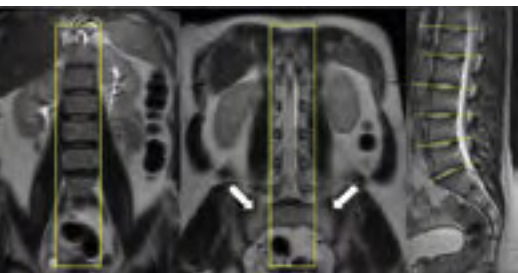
Etapas da marcação dos planos sagital e transversal da RM da coluna lombar. Na marcação do plano sagital são utilizados como referência os corpos vertebrais lombares, que devem ser incluídos no campo de visão (retângulo amarelo). Note, entretanto, que as porções laterais do sacro (setas brancas) não são incluídas rotineiramente no plano sagital da coluna lombar. Da mesma forma, a marcação do plano transversal da coluna usa como referência o plano dos discos intervertebrais (linhas tracejadas amarelas da imagem à direita), não incluindo o sacro, apenas o disco de L5-S1 e a porção superior de S1.
